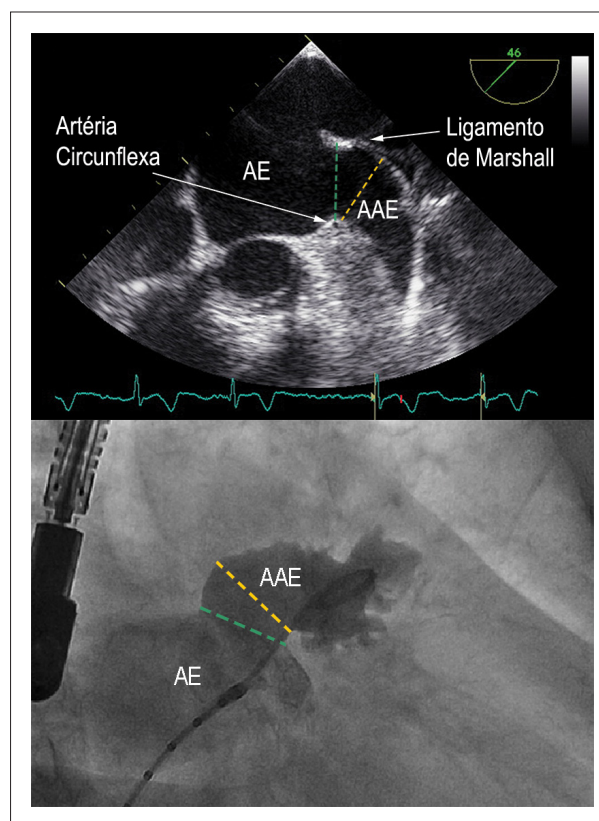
Acima, Ecocardiografia Transesofágica (46°): visualização do óstio do apêndice atrial no pontilhado verde. O colo, no pontilhado amarelo, é a região em que o apêndice primeiro muda de direção. Seu diâmetro é medido entre a origem da Artéria Circunflexa e o teto do apêndice, pelo menos 10 mm abaixo do Ligamento de Marshall. Abaixo, medições pela Angiografia (OAD Cranial) em outro paciente. AE – Átrio esquerdo; AAE – Apêndice atrial esquerdo.
